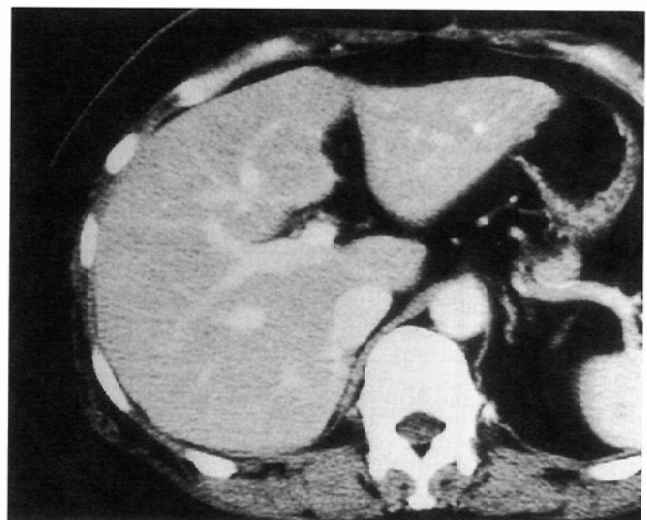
Helical CT image of the liver shows good enhanced vessels and liver parenchyma. Patient received a volume of 1.6ml/kg of contrast medium.
